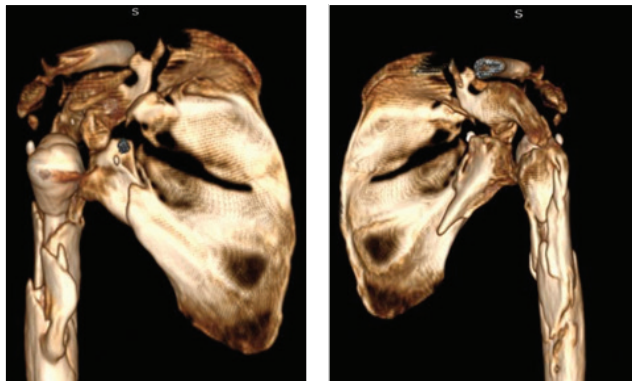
КТ військовослужбовця зі складною вогнепальною травмою надпліччя (50 балів за шкалою-предиктором, відноситься до групи 35+ балів)
